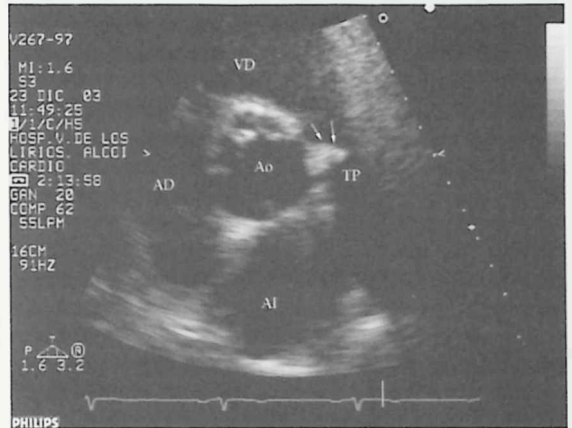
Ecocardiograma 2D en proyección paraesternal transversal de grandes arterias. Vegetación sobre la Válvula Pulmonar (flechas) proyectada en el tronco de la Arteria Pulmonar (TP) durante la sístole.
